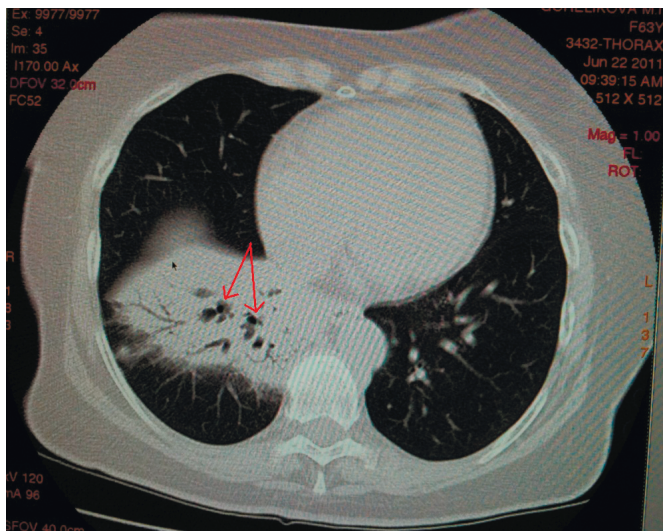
КТ органов грудной клетки до начала противоопухолевого лечения. Визуализируется ателектаз нижней доли правого легкого размером 6,5 × 7,0 × 10,0 см. Ателектаз полностью занимает VII сегмент, распространяется на VIII, IX и X сегменты до костальной плевры. Выявляются зоны консолидации (уплотнения) в паренхиме прилежащих отделов нижней доли правого легкого. На фоне консолидации прослеживаются воздушные, неравномерно расширенные сегментарные и субсегментарные бронхи (симптом «воздушной бронхограммы», указан стрелками)
